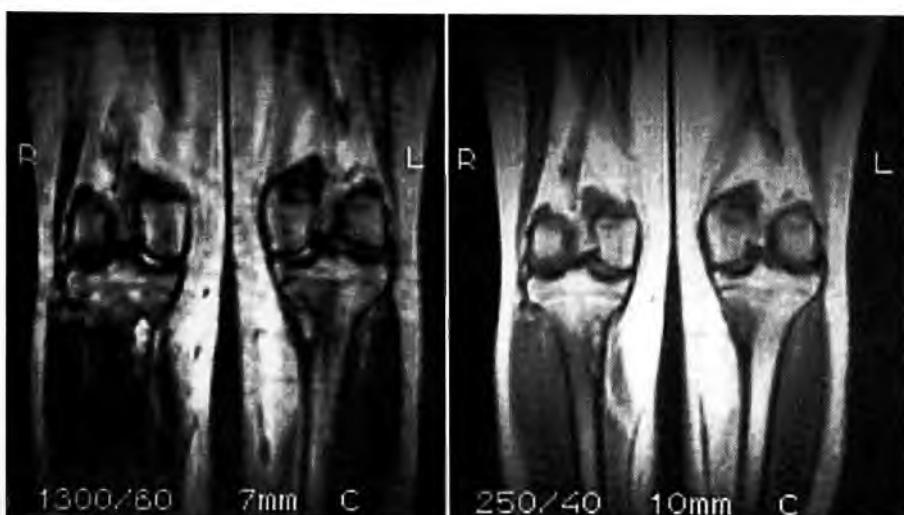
Магнитно-резонансные томограммы больной М. с синдромом Jaffe—Campanacci.
